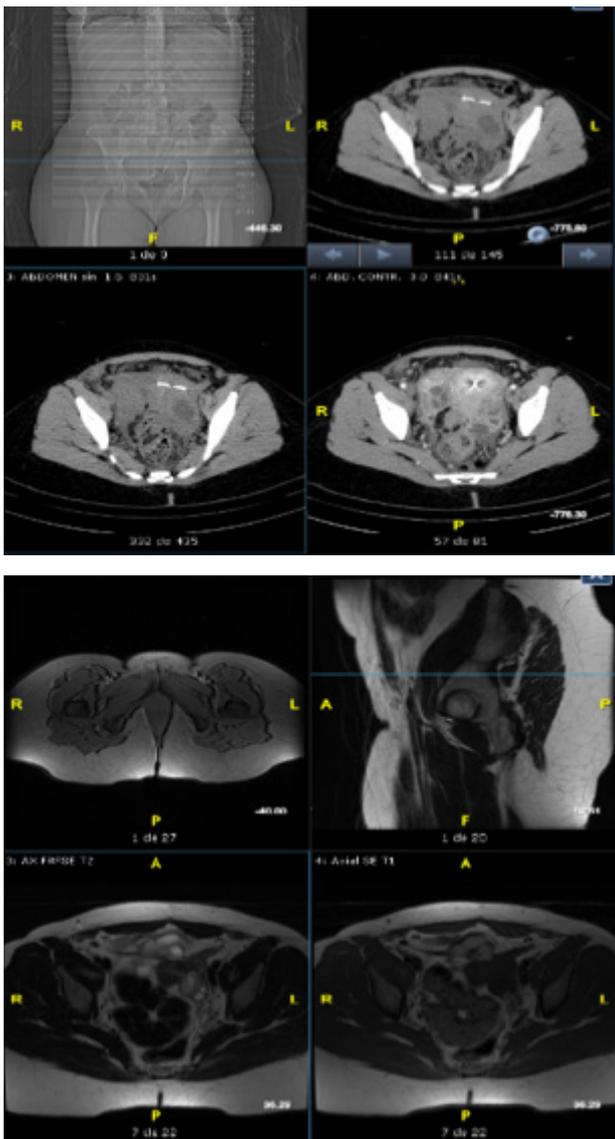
TAC pre-tratamiento y RM post-tratamiento
